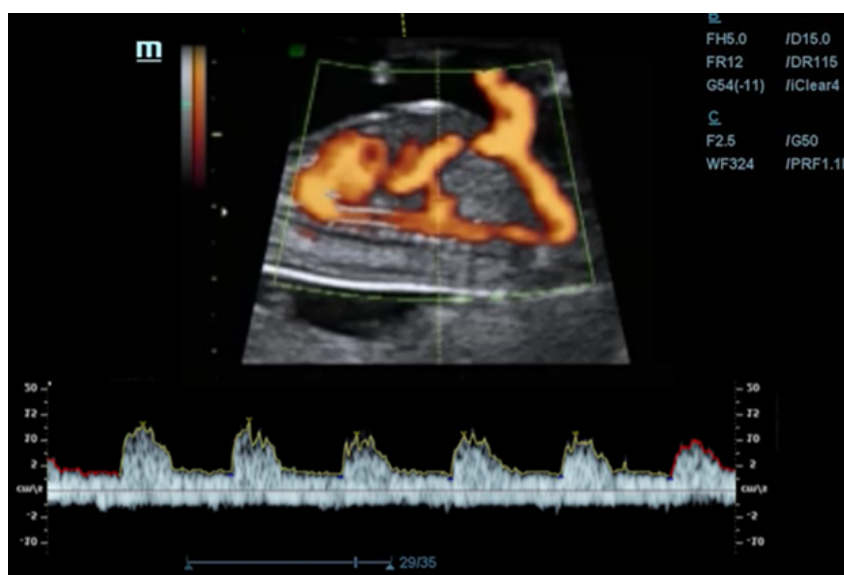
Evaluación *doppler* de arteria hepática fetal.
